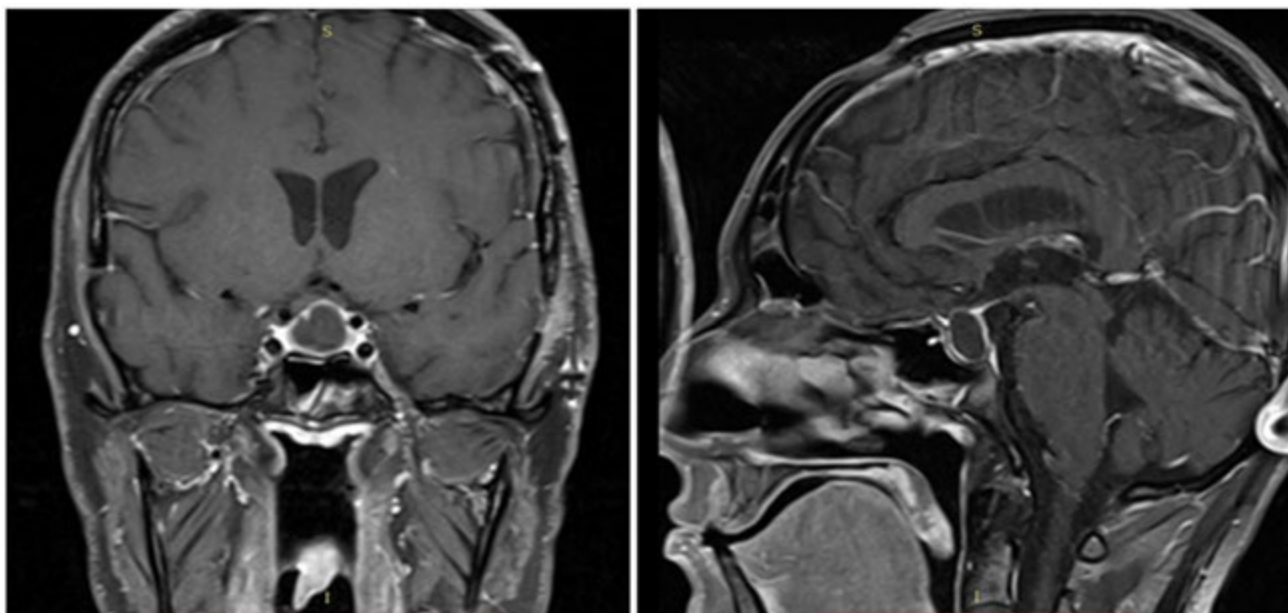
Ressonância magnética com contraste. Lesão cística com impregnação periférica por contraste, limitada a sela túrcica e sugestiva de lesão residual.
